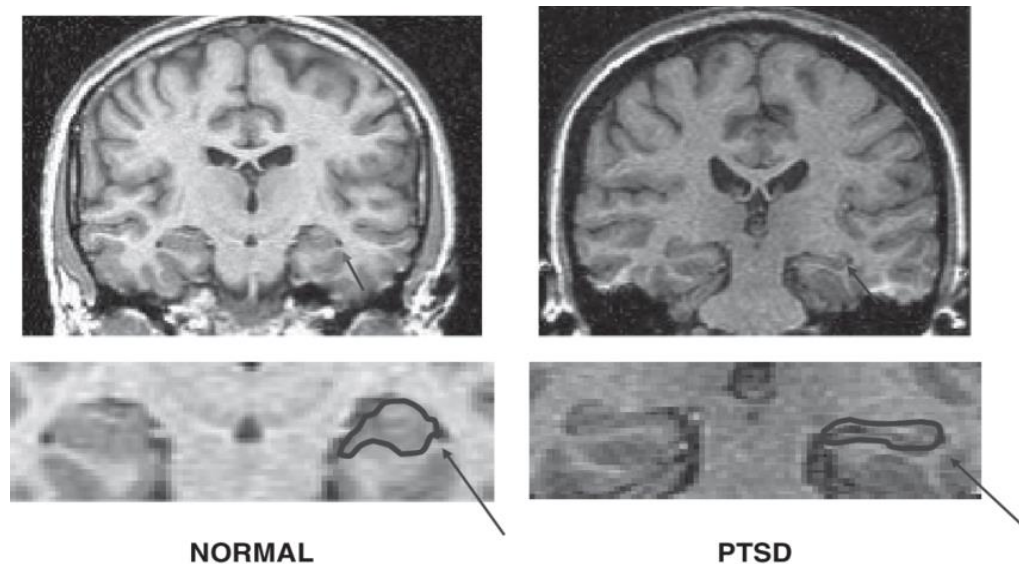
Порівняння об'єму гіпокампу у пацієнта з ПТСР та без на МРТ [5]
